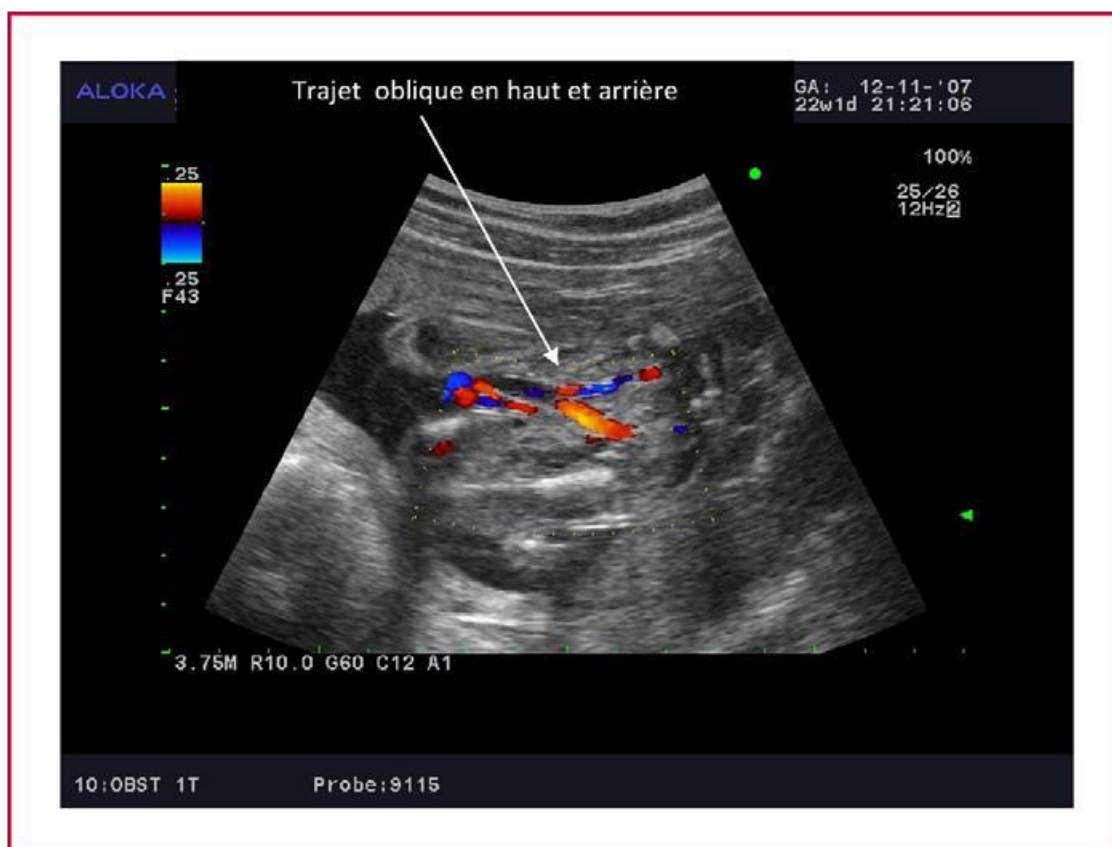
Trajet des artères ombilicales en Doppler couleur
